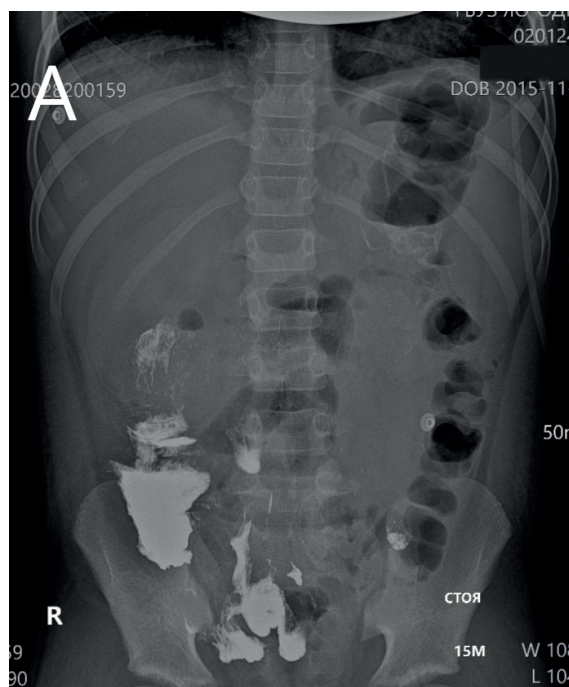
Рентгенограмма желудочно-кишечного тракта с барием. А. 5 часов от дачи бария. Б. 10 часов от дачи бария
